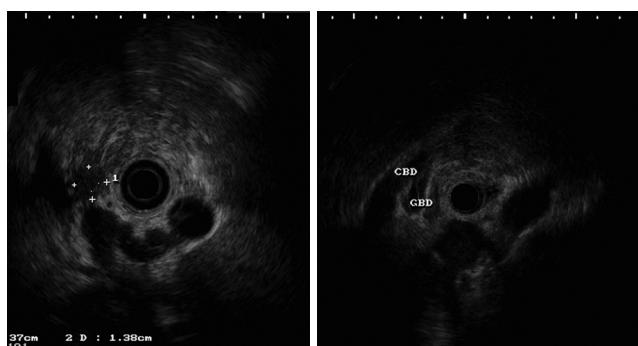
EUS诊断胆管恶性狭窄的超声下所见.图为一78岁男性，为梗阻性黄疸的患者，经EUS诊断为胆管下端恶性狭窄。
